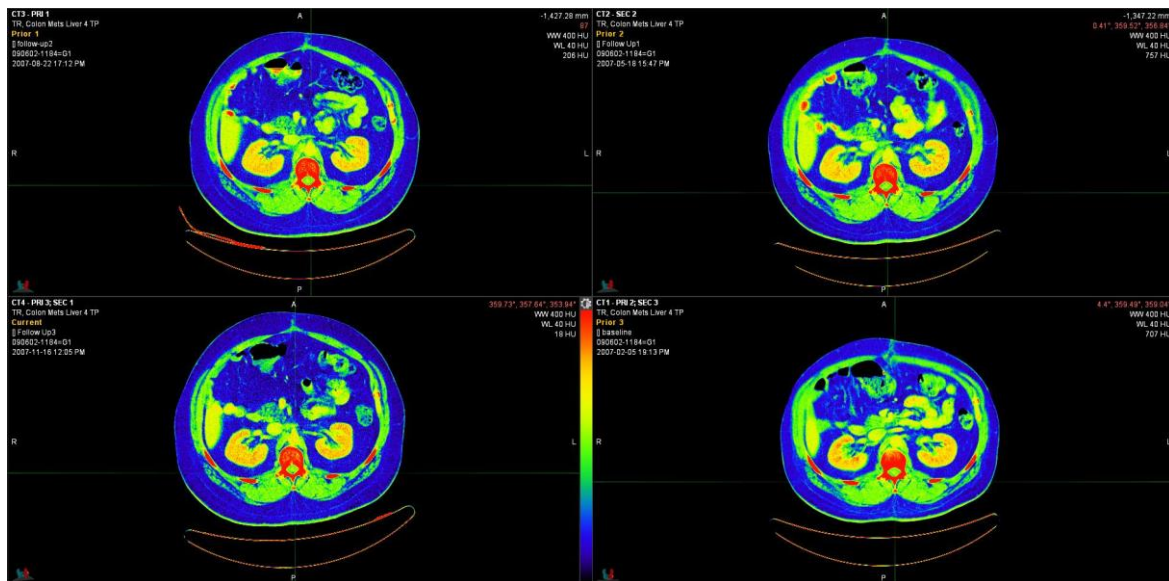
Cambios en la composición corporal en un paciente con cáncer determinada mediante TC a nivel de L3 en 4 tiempos diferentes. En la imagen se muestran diferentes imágenes de un mismo paciente a lo largo del tiempo y los cambios en su composición corporal. *Elaboración propia*
